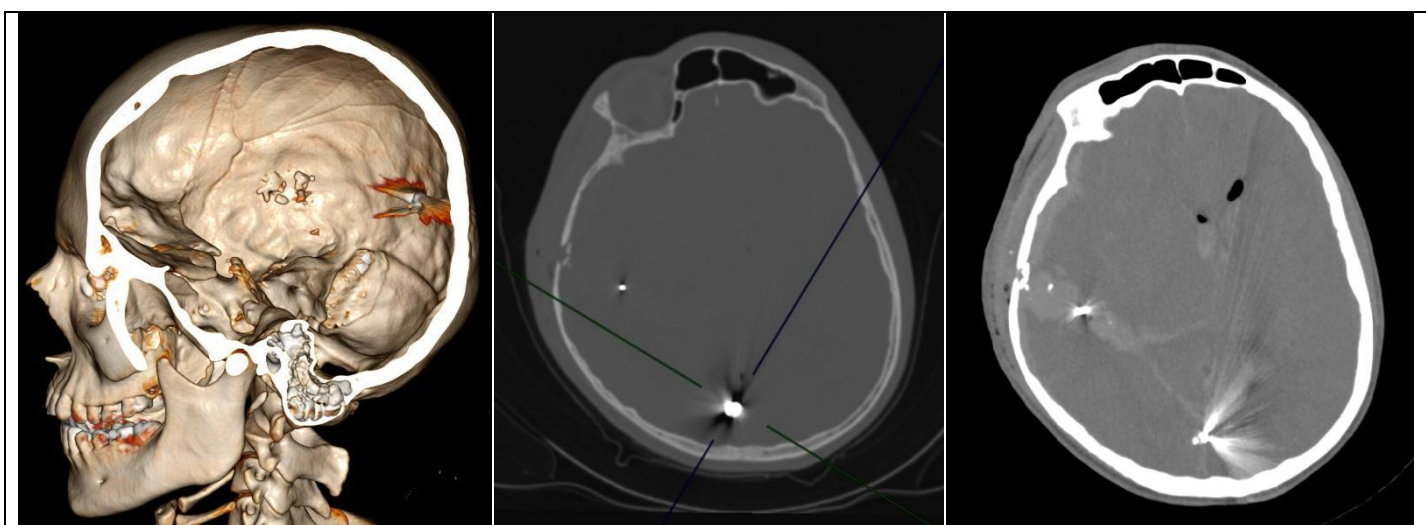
Пациент, 16 лет. КТ при тяжелой минновзрывной травме, осколочное ранение головного мозга. Размозжение паренхимы правой височной доли с формированием внутримозговой гематомы. Раневой канал проходит паравентрикулярно через задний рог правого бокового желудочка. Инородное тело в правой теменной доле (на границе с затылочной долей) ближе к средней линии, фрагмент инородного тела в правой височной доле. Костные фрагменты в структуре правой височной доли.
